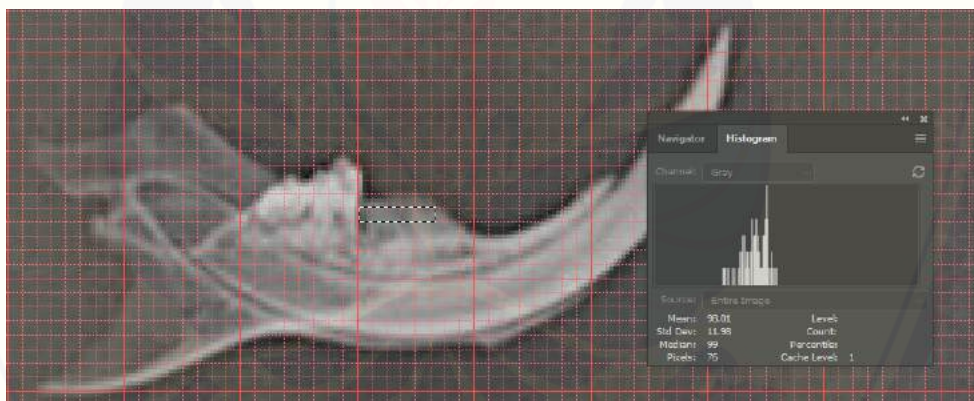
Tampilan foto rontgen tiap sampel tulang dengan *grid*
